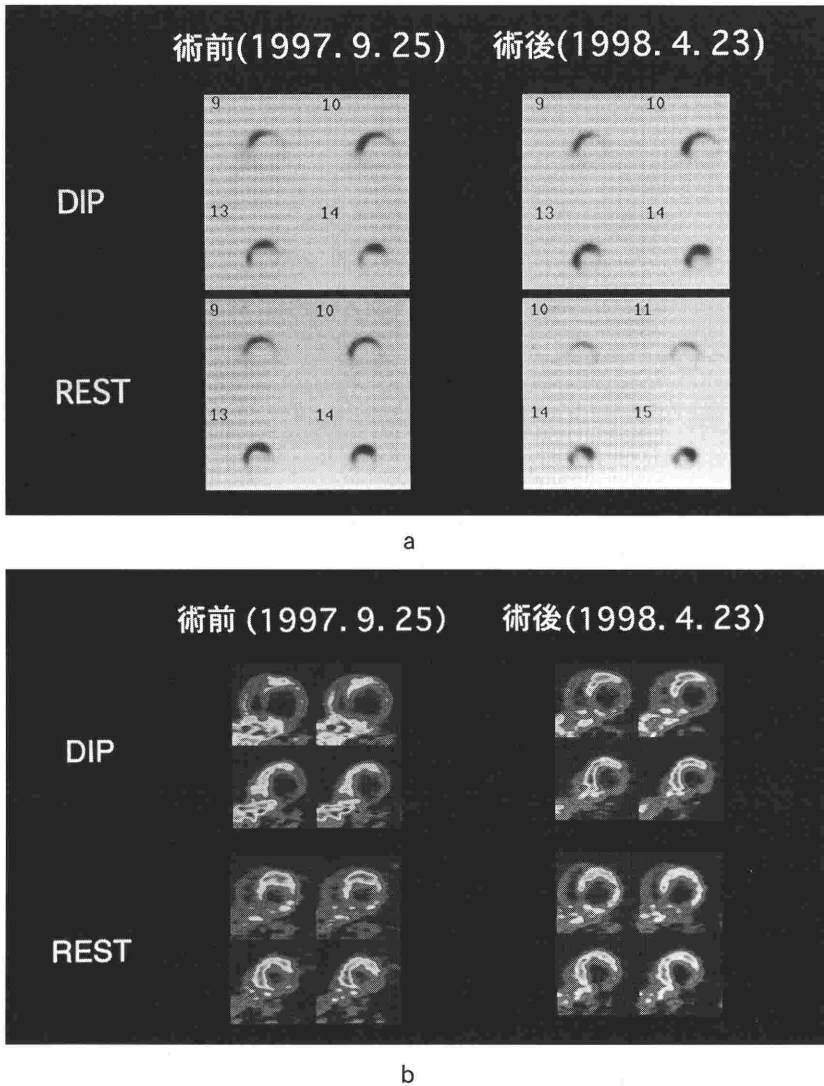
症例 TMLR 単独群(大阪大学病院) (a. 術前後における²⁰¹Tl 心筋 SPECT, b. 術前後における¹³NH₃ 心筋 PET) [西村恒彦ら, 日本冠疾患学会雑誌より引用]
